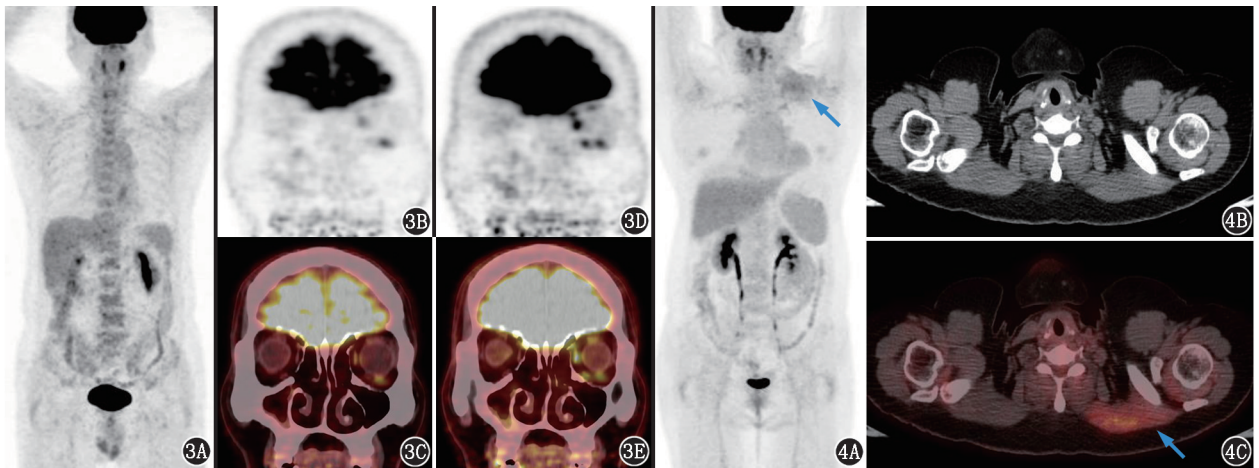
痛性眼肌麻痹综合征患者(男,54岁)¹⁸F-FDG PET/CT 显像图。3A. PET 最大密度投影图;3B~3E.冠状面 PET 及 PET/CT 图示右侧眼外肌代谢减低 图 4 甲状腺癌术后患者(女,57岁)¹⁸F-FDG PET/CT 显像图。4A. PET 最大密度投影图;4B~4C.横断面 PET/CT 图像;可见左侧斜方肌(箭头示)代谢增高,左侧胸锁乳突肌缺如
